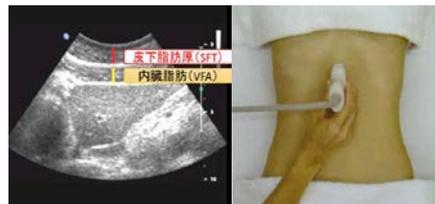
エコー画像 (左：描出画像 右：撮像部位)
